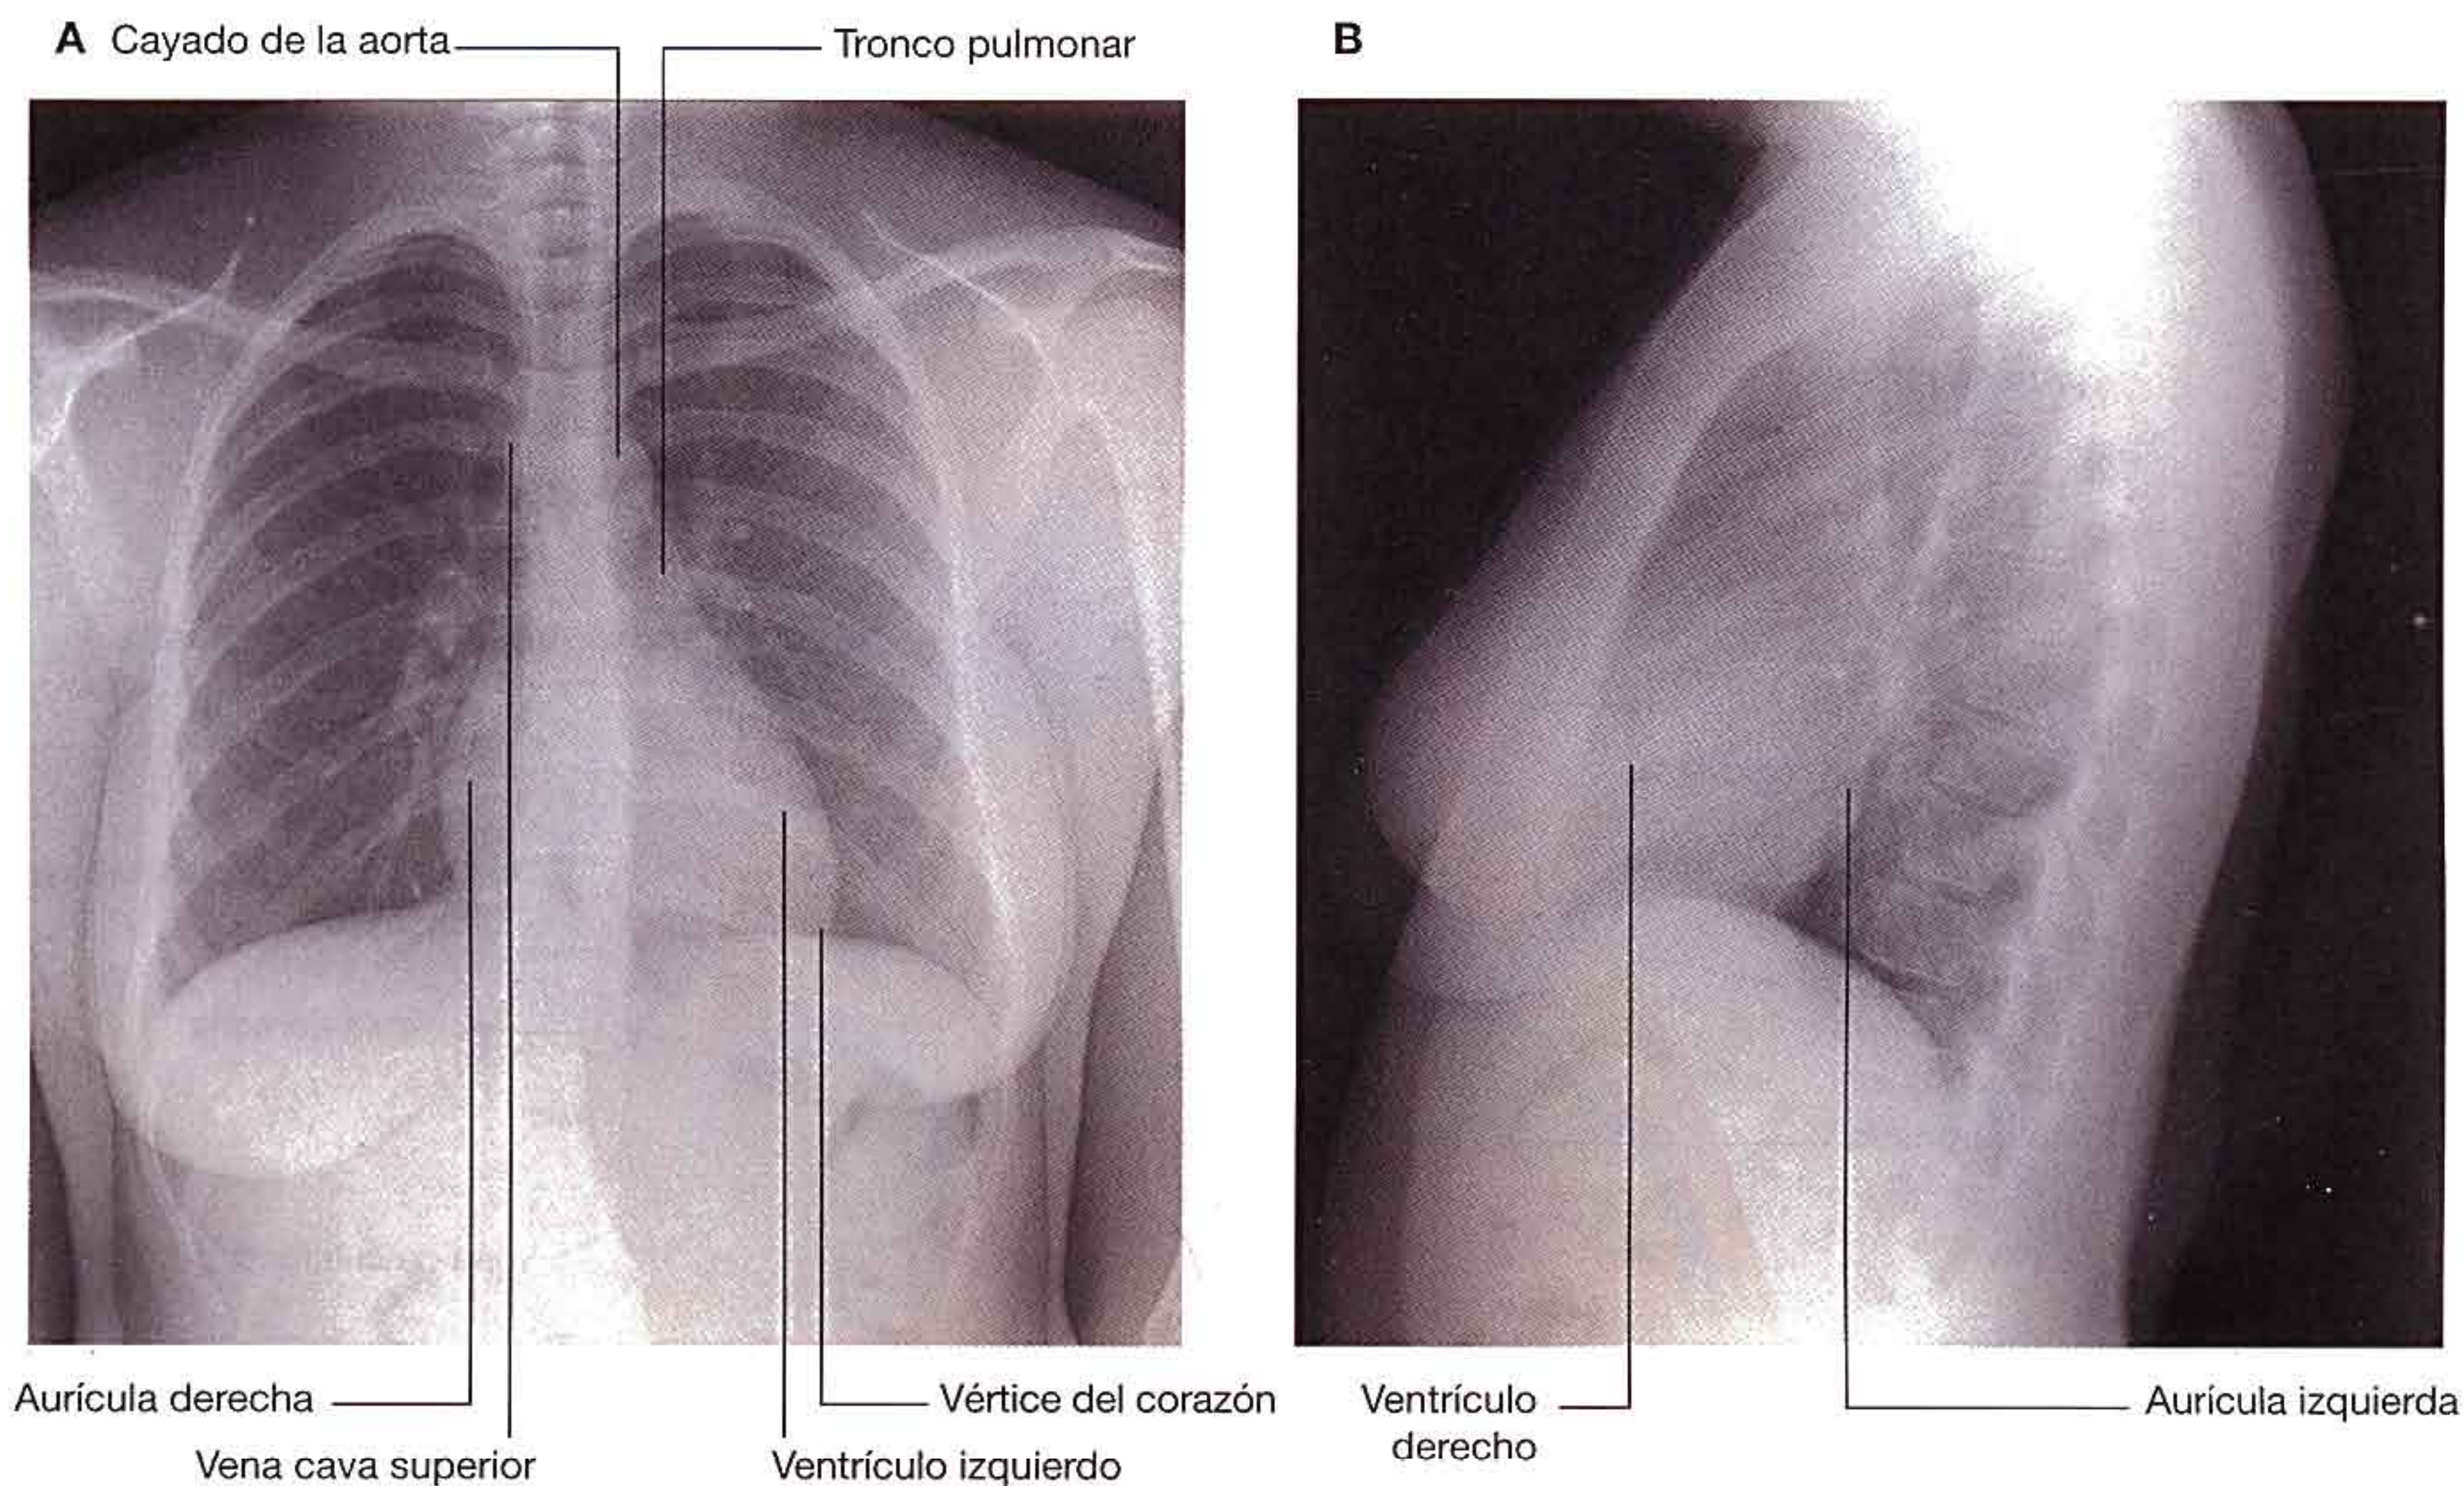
Radiografías de tórax. A. Proyección anteroposterior estándar del tórax. B. Proyección lateral del corazón.
